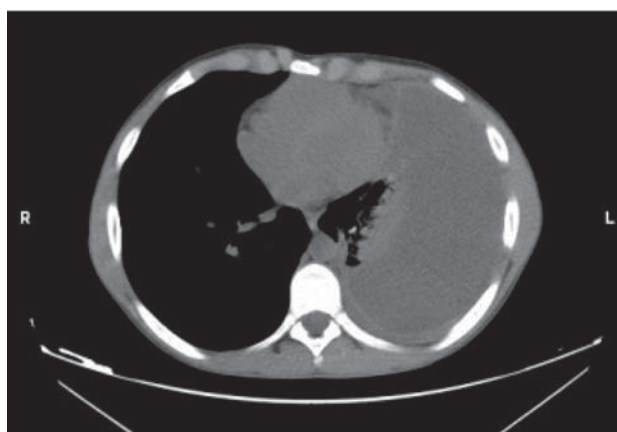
TC tórax, janela mediastínica, sem contraste
